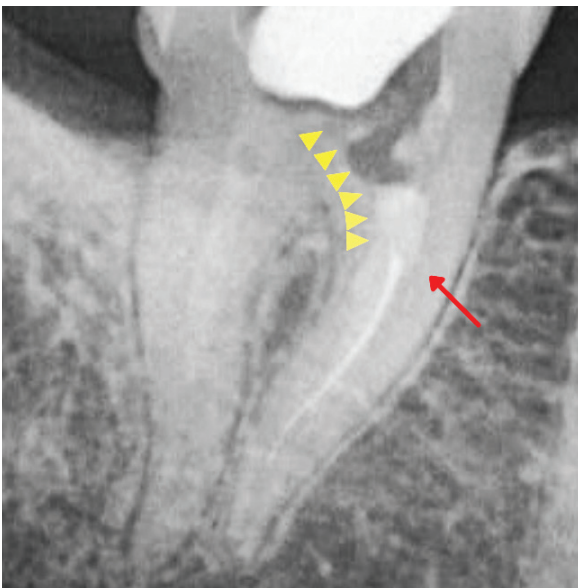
Präoperativer Zahnfilm von Zahn 47. Zu sehen ist ein Substanzabtrag im Bereich des mesialen Pulpakammerbodens (gelbe Pfeile) sowie eine Stufenpräparation in der mesialen Wurzel (roter Pfeil). Die Röntgenopazität in der mesialen Wurzel lässt auf ein circa 7 mm langes Instrumentenfragment schließen.
